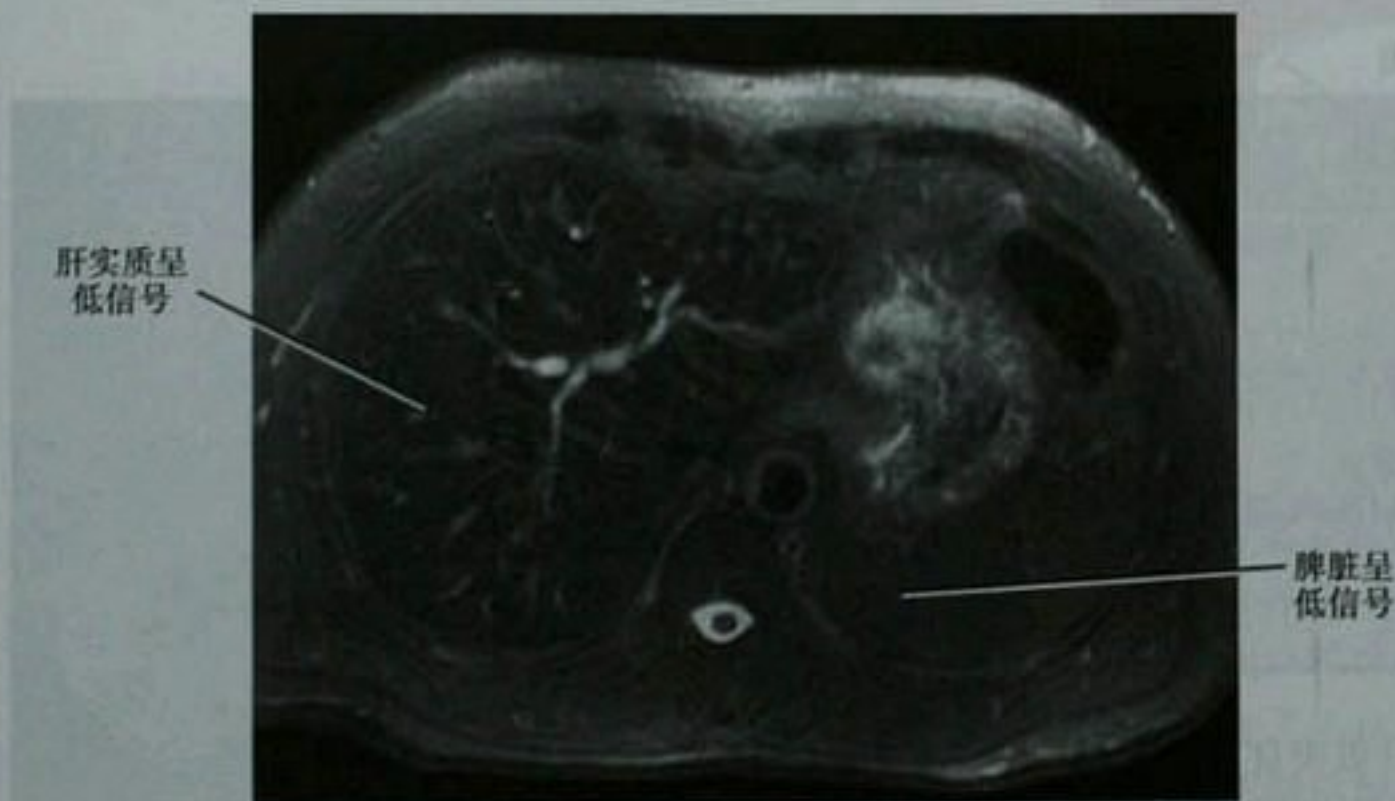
含铁血黄素沉着症伴终末期肾病的轴位 T2 加权 MRI
